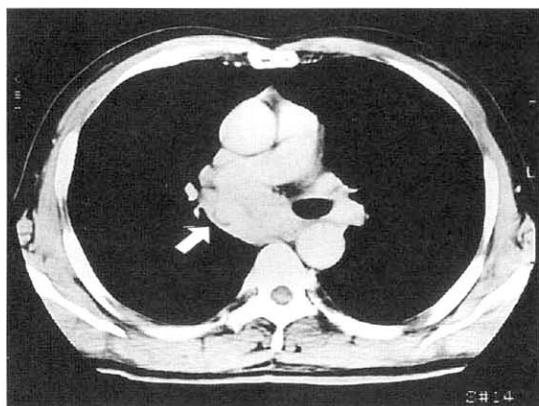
Chest CT scan reveals endobronchial mass in the right main and intermediate bronchus.
